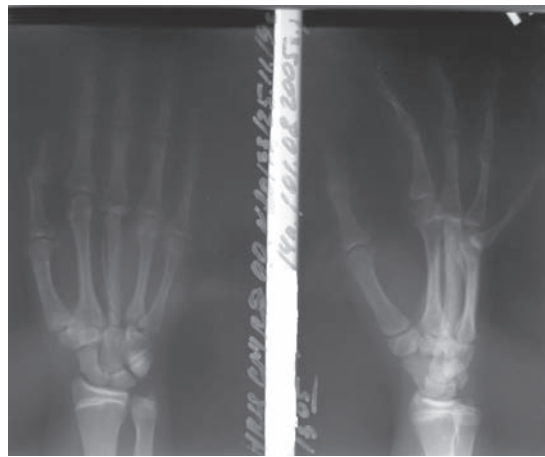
Рентгенологический контроль через 6 месяцев после операции
